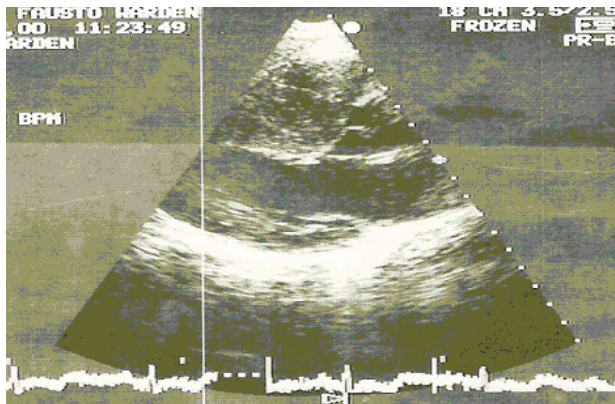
Ecocardiograma transtorácico bidimensional en el eje largo paraesternal de un paciente con Miocardiopatía Hipertrofica que muestra marcada hipertrofia del septum interventricular y normal engrosamiento de la pared posterior.
